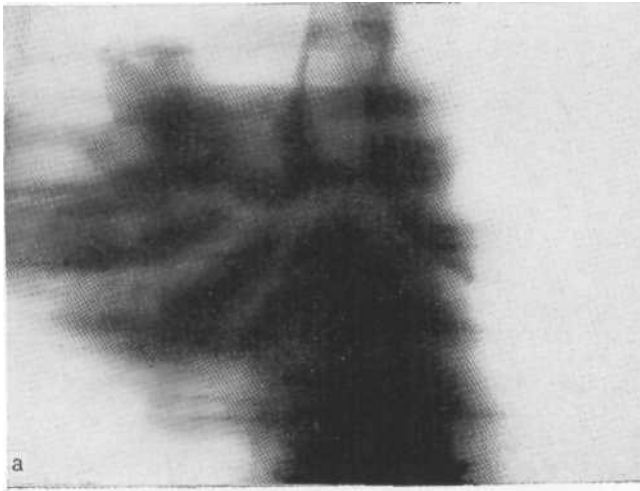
Томограмма в прямой проекции (а). Интенсивное неоднородное без четких границ среднее легочное поле. Бронхи, начавшись, дифференцируются плохо. На томограмме боковой проекции (б) что не полностью поражены все три доли справа.
